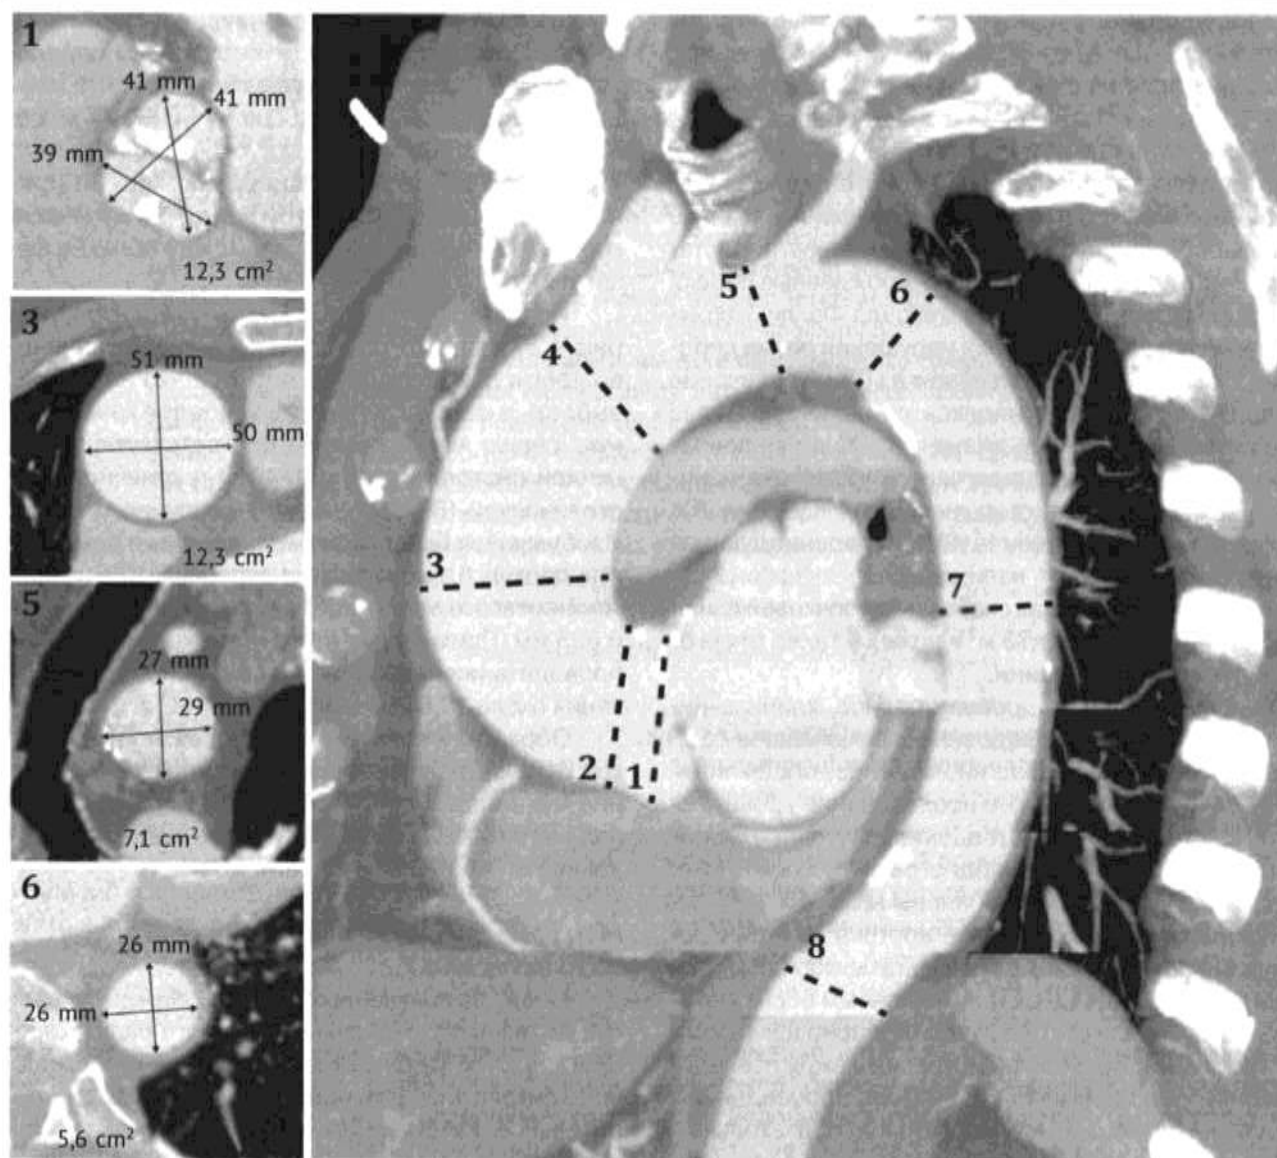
Морфометрическая обработка изображений, полученных при мультиспиральной компьютерной томографии грудной аорты. Представлена проекция максимальной интенсивности с указанием уровней морфометрического измерения грудной аорты. Дополнительно приведены мультипланарные реконструкции на уровнях синусов Вальсальвы (1), восходящей аорты (3), дуги аорты (проксимальнее левой подключичной артерии) (5), начального отдела нисходящей аорты (дистальнее левой подключичной артерии) (6) с указанием диаметров и площади поперечного сечения
